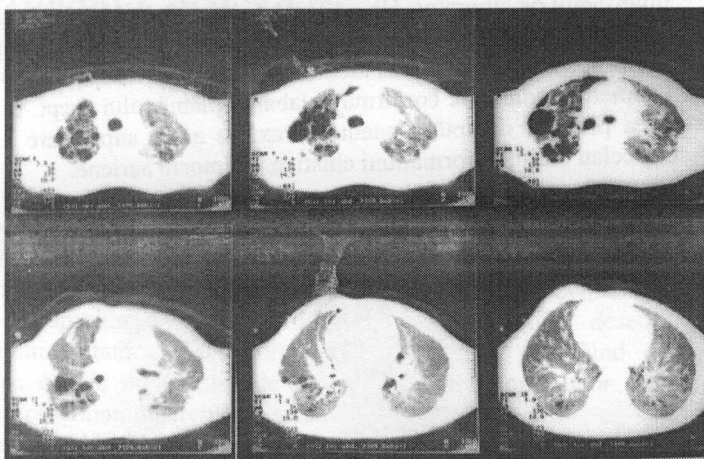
Tomografie computerizată. Multiple cavități chistice vizualizate bilateral, difuz, mai avansat în lobul superior pe dreapta.
